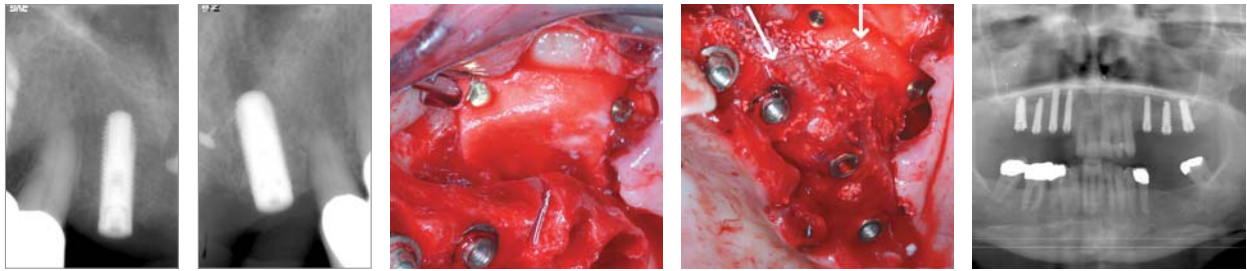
In der sechs Monate post OP-Kontrollaufnahme nach Anlagerungsplastik mit NanoBone und GBR-Technik mit GENTA-COLL resorb Foil kann eine knöcherne Konsolidierung im Bereich des zeitgleich inserierten Implantates Regio 13 gezeigt werden. – Abb. 15: In der sechs Monate post OP-Kontrollaufnahme nach Anlagerungsplastik mit NanoBone und GBR-Technik mit GENTA-COLL resorb Foil kann eine knöcherne Konsolidierung im Bereich des zeitgleich inserierten Implantates Regio 22 gezeigt werden. – Abb. 16: Nagelfixation einer Resodont Barrieremembran an der kranialen Begrenzung des Knochenfensters bei der externen Sinusbodenelevation und simultaner Insertion von Bego Compress Implantaten in Regio 25 und 26. Die Barrieremembran ist in das Kieferhöhlenlumen eingeschlagen und liegt der Schneiderschen Membran auf. – Abb. 17: Die vertikale Kompensation des knöchernen Defizites am Kieferhöhlenboden erfolgte durch Augmentation mit NanoBone und zusätzlicher Abdeckung mit der antibiotikahaltigen GENTA-COLL resorb Foil. Die transparente Membran erlaubt eine gute optische Kontrolle des Augmentationsgebietes (siehe Pfeilmarkierung). – Abb. 18: Röntgenkontrolle sechs Monate nach externer Sinusbodenelevation, Augmentation mit NanoBone, Membranschutz über Resodont und GENTA-COLL resorb Foil Barrierrefolie sowie simultaner Implantatinsertion Regio 25 und 26. Es kann eine gute und reizlose Osseointegration dargestellt werden.
